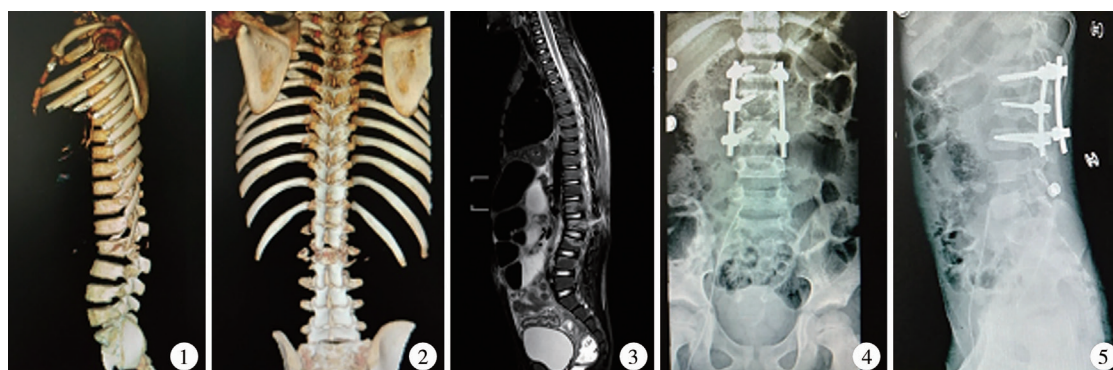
儿童车祸中安全带致伤后脊柱三维 CT 侧面观 注 L2 Chance 骨折,骨折线自 L2/L3 棘突间穿过椎板,经过椎体达椎体前缘,提示脊柱后凸畸形 图 2 儿童车祸中安全带致伤后脊柱三维 CT 正面观 注 L1、L2 横突骨折,L2/L3 间隙显著增宽,提示潜在的脊髓牵拉损伤 图 3 儿童车祸中安全带致伤后脊柱 MR 矢状位 注 硬膜囊可疑撕裂,脑脊液向皮下渗漏;同时可见腹腔积液,肠管积气 图 4 安全带损伤致 Chance 骨折患者脊柱术后正位 X 线平片 注 L1~L3 椎弓根钉棒系统固定 图 5 脊柱术后侧位 X 线平片 注 脊柱后凸得到纠正
